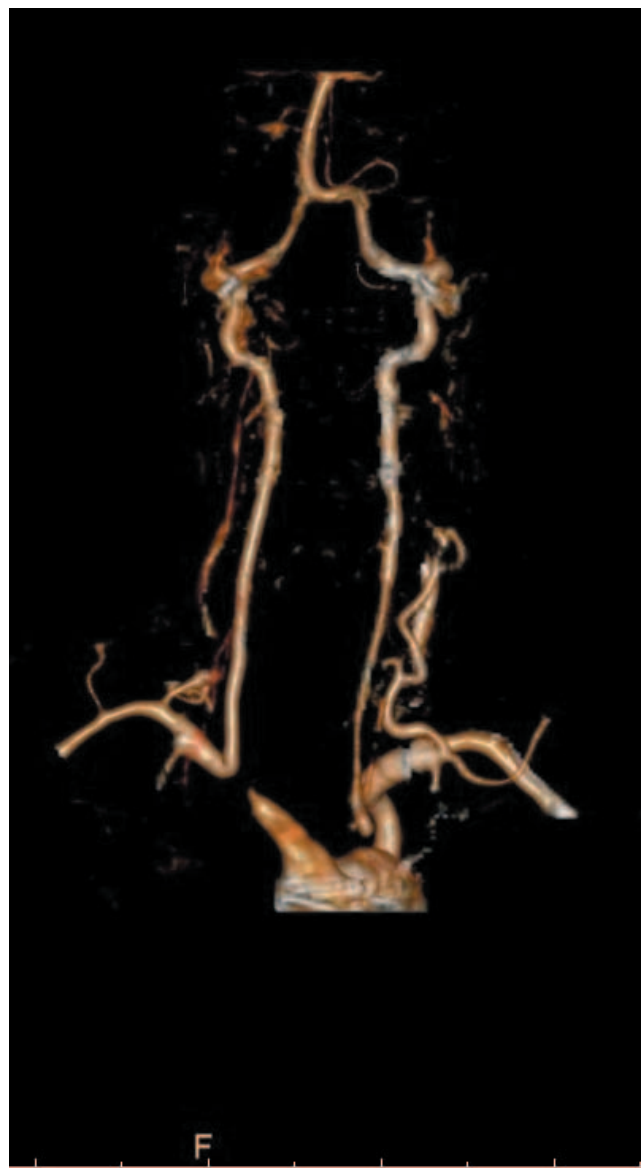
Трехмерная реконструкция КТ-ангиографии у пациентки с АТ: окклюзия брахиоцефального ствола, обеих общих сонных артерий, синдром позвоночно-подключичного обкрадывания справа (кровоснабжение головного мозга за счет левой позвоночной артерии)
